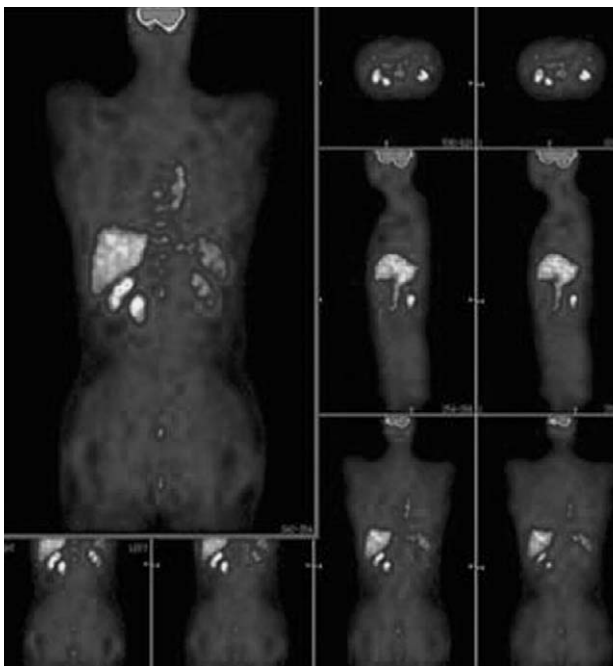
On PET scan, there was significantly increased FDG uptake on the mass. However there was no increased uptake in other parts of the body indicating metastasis.
